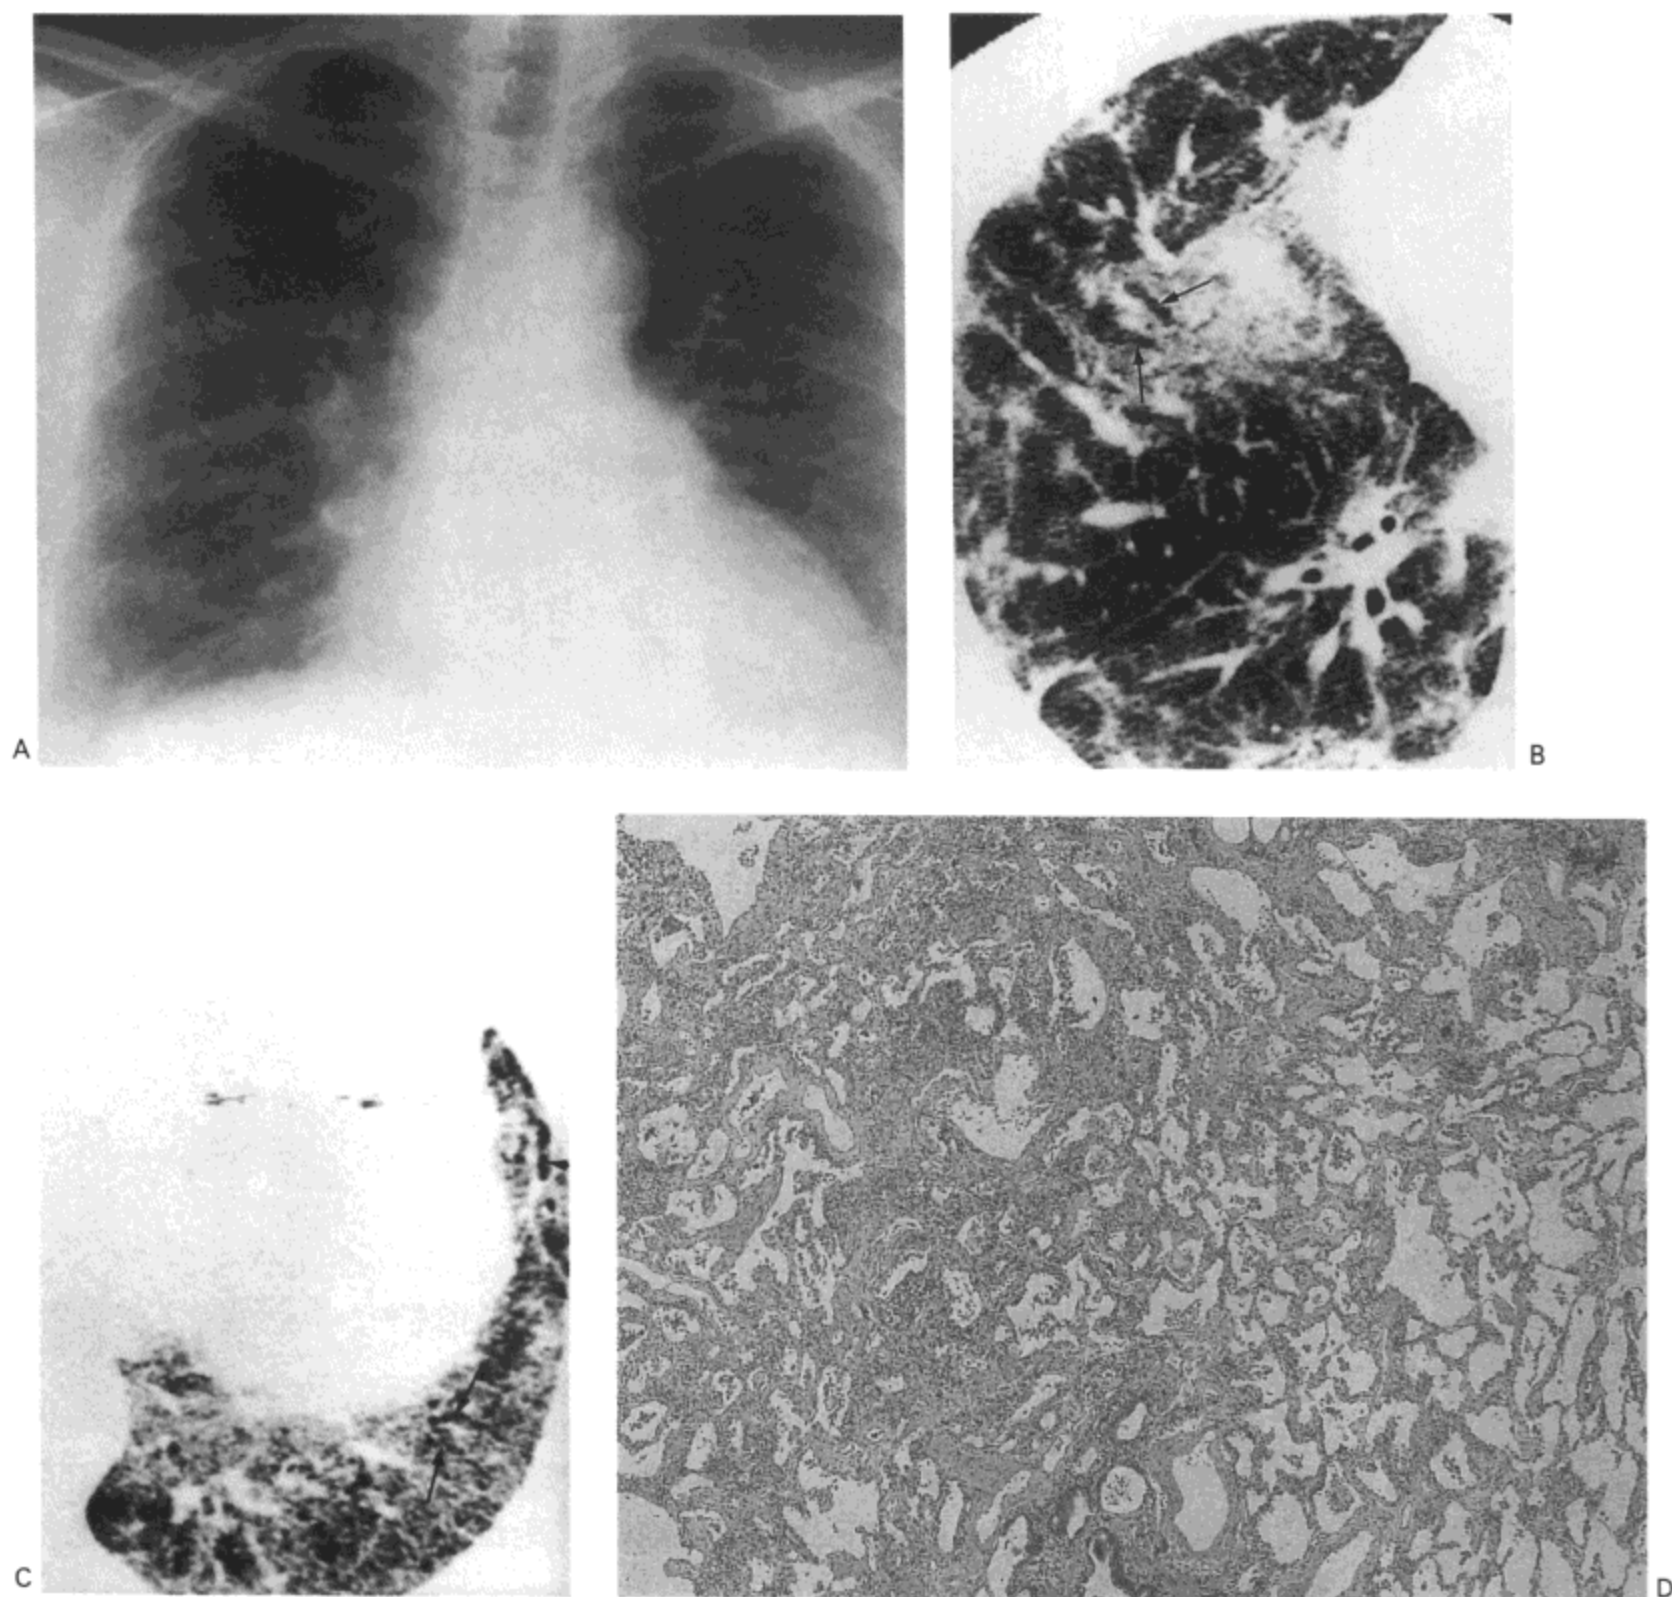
进行性系统硬化-非特异性间质性肺炎。A: X线胸片示界限模糊的磨砂玻璃密度与轻度的网状影,累及肺的中部与下部。B与C. 高分辨率CT显示磨砂玻璃样密度区,小叶内网状影与牵引性支气管扩张(箭号)。D: 光镜显微照像示成熟的胶原与轻度淋巴细胞浸润造成的弥漫性肺泡间隔增厚。病人为42岁女性。
